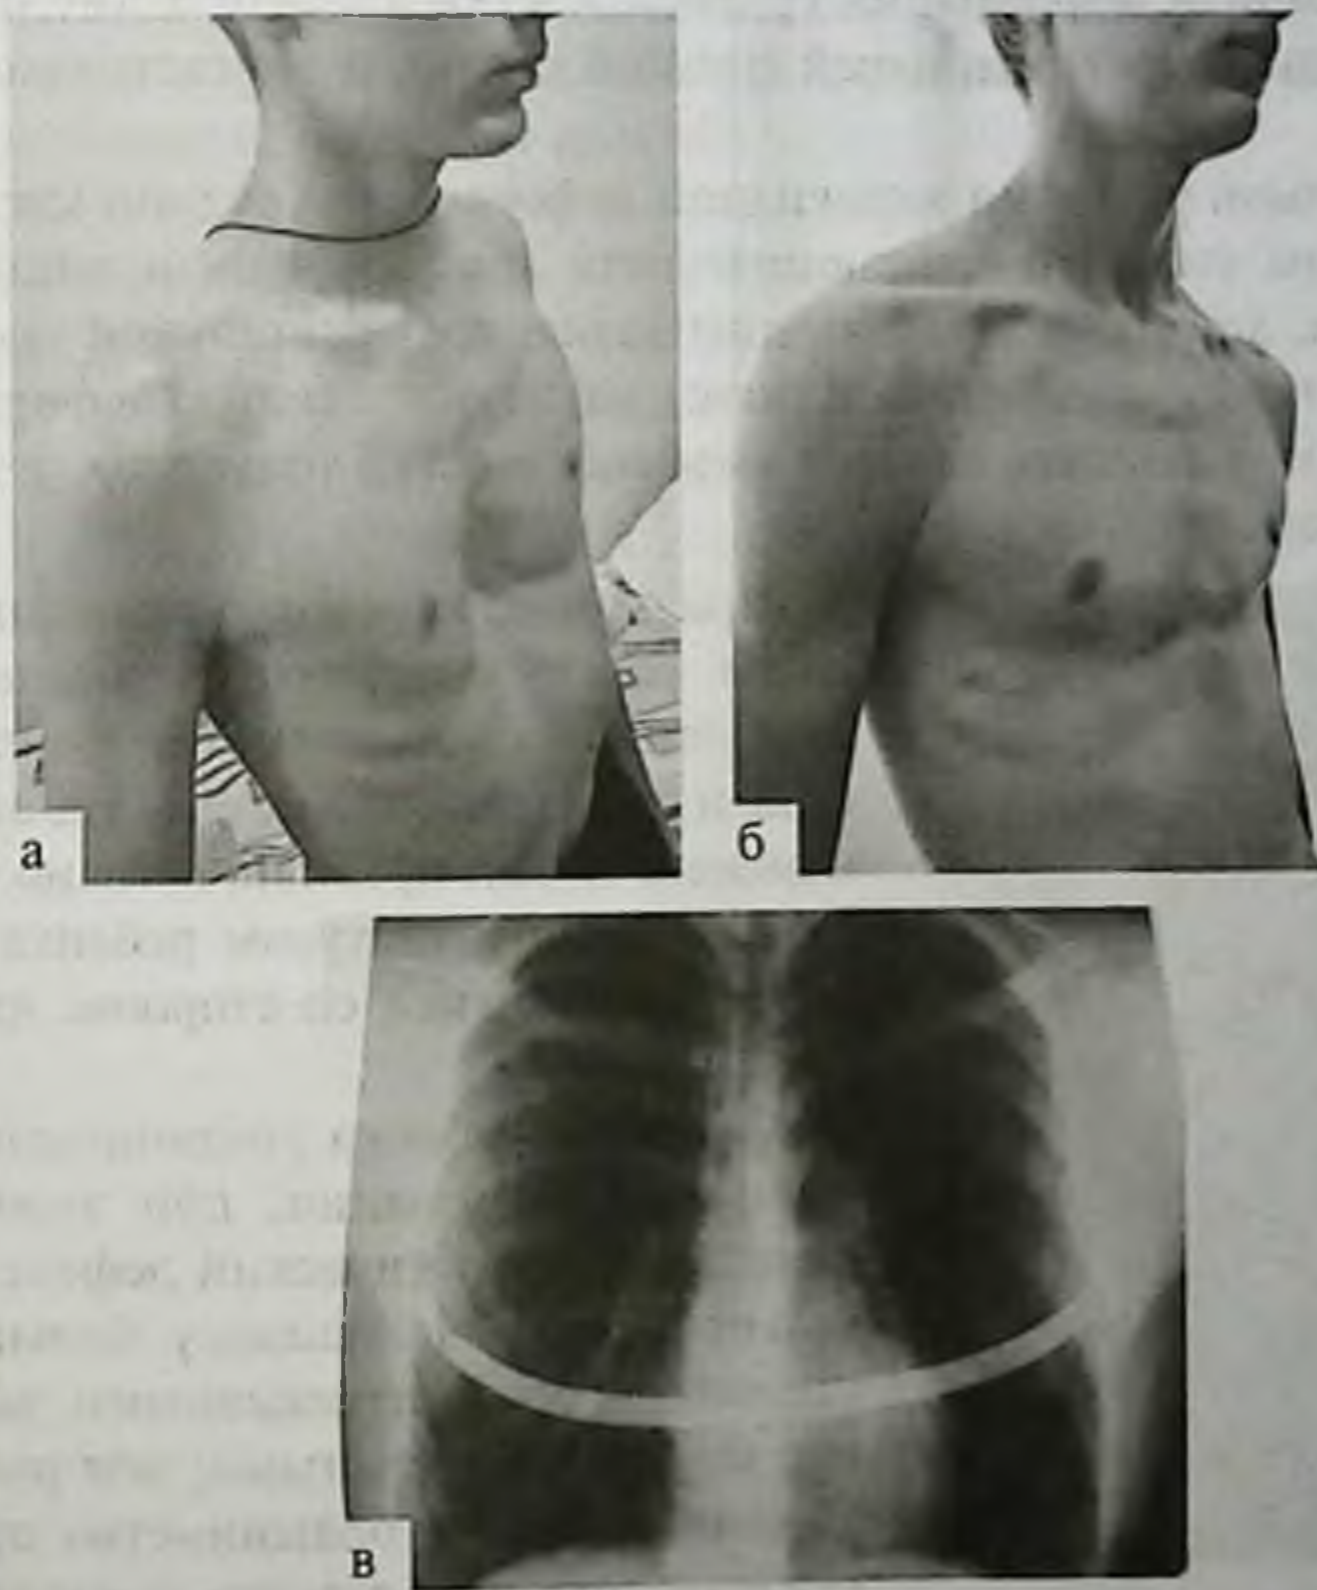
Операция Насса: а — внешний вид до операции; б — после вмешательства; в — рентгенограмма грудной клетки с установленной ретростеральной пластиной
